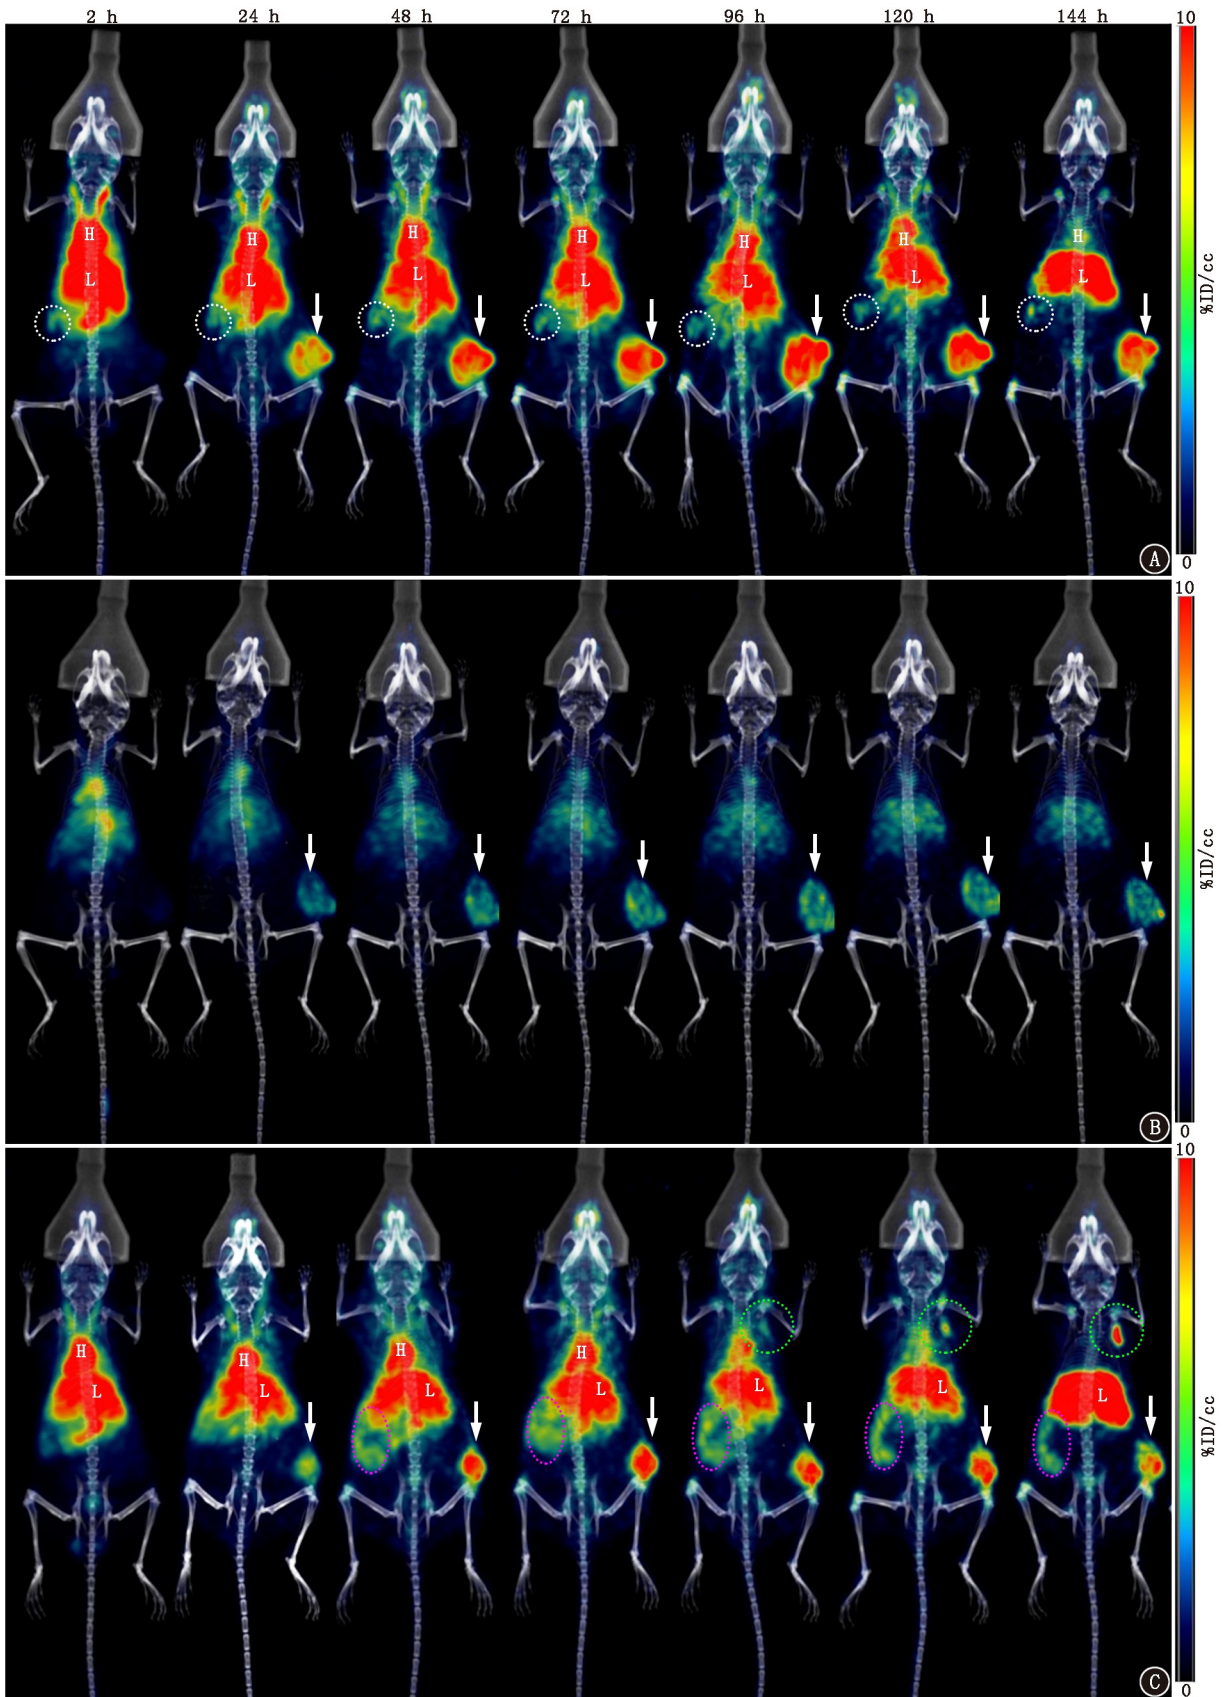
荷瘤小鼠尾静脉注射<sup>89</sup>Zr-去铁胺(DFO)-G4C2后各时间点的 microPET/CT 显像图(箭头示肿瘤;白色虚线圆圈及紫色虚线圆圈示脾脏;绿色虚线圆圈示转移淋巴结;H为心脏血池;L为肝脏)。1A.实验组 CT26 荷瘤小鼠;1B.阻断组 CT26 荷瘤小鼠;1C. 4T1 荷瘤小鼠。可见实验组 CT26 荷瘤小鼠肿瘤组织具有明显摄取,阻断组肿瘤组织摄取明显减低,4T1 荷瘤小鼠肿瘤组织摄取明显,另右腋下见一摄取浓聚灶,考虑为转移淋巴结。%ID/cc 为每立方厘米组织百分注射剂量率
